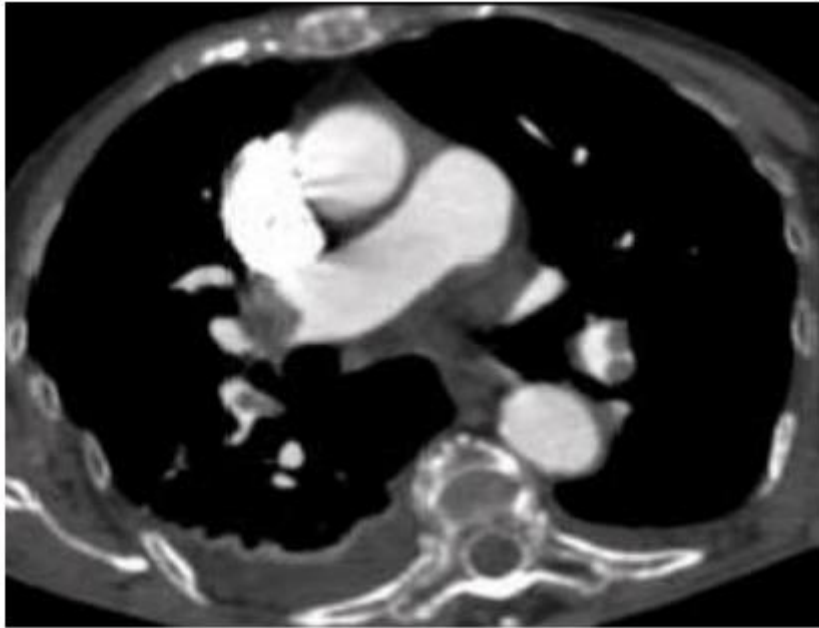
TDM. Embolies pulmonaires proximales bilatérales. [30]
